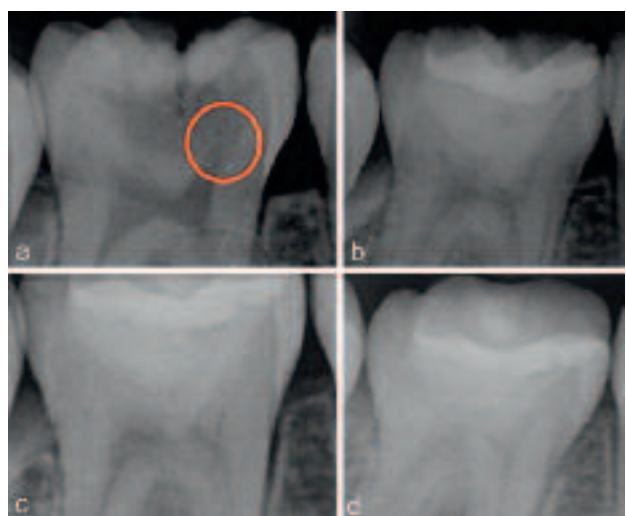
Diepe cariës thv 46 (a), behandeling met Biodentine™ (b) en radiografische follow-up na 4 en 8 maanden (c,d).
